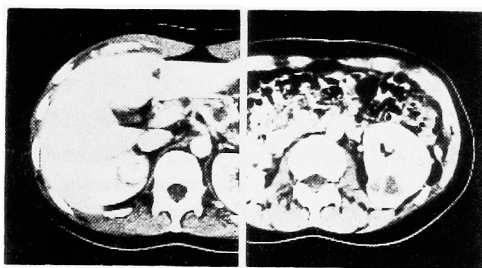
Abdominal CT demonstrating mass lesions and cysts arisen in bilateral kidney.
